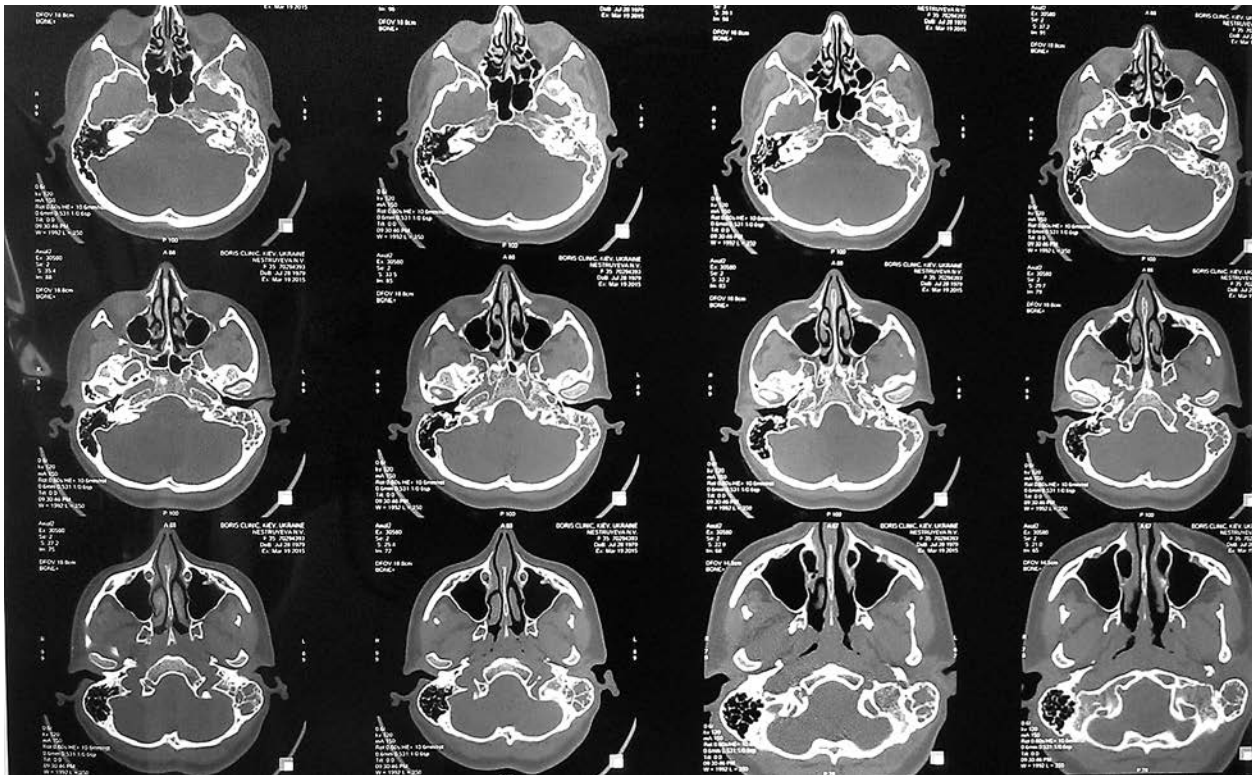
КТ скроневих кісток від 14.02.2015 р.: комірки соскоподібного відростка і пірамідка зліва заповнені рідиною, яка визначається і в барабанній порожнині навколо слухових кісточок
